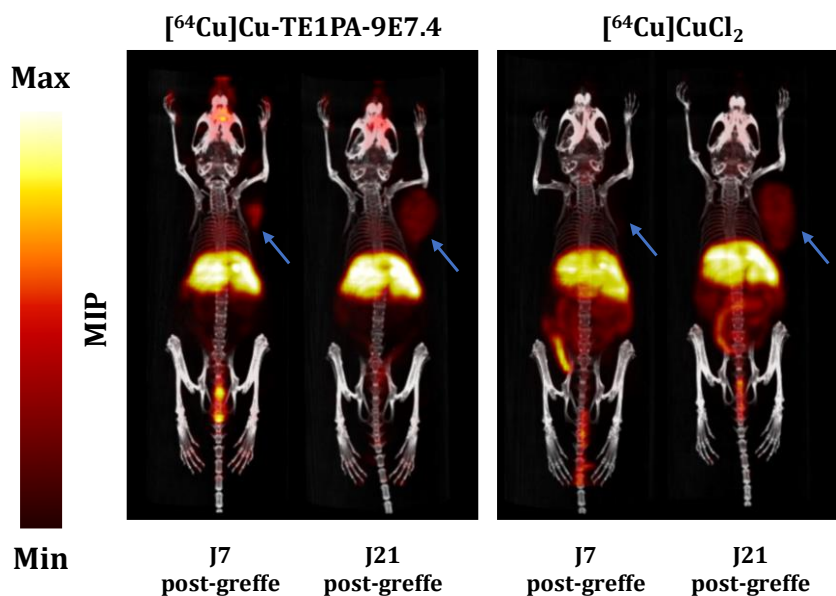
Imagerie TEP-TDM des souris traitées au $[^{64}\text{Cu}]\text{Cu-TE1PA-9E7.4}$ et $[^{64}\text{Cu}]\text{CuCl}_2$
